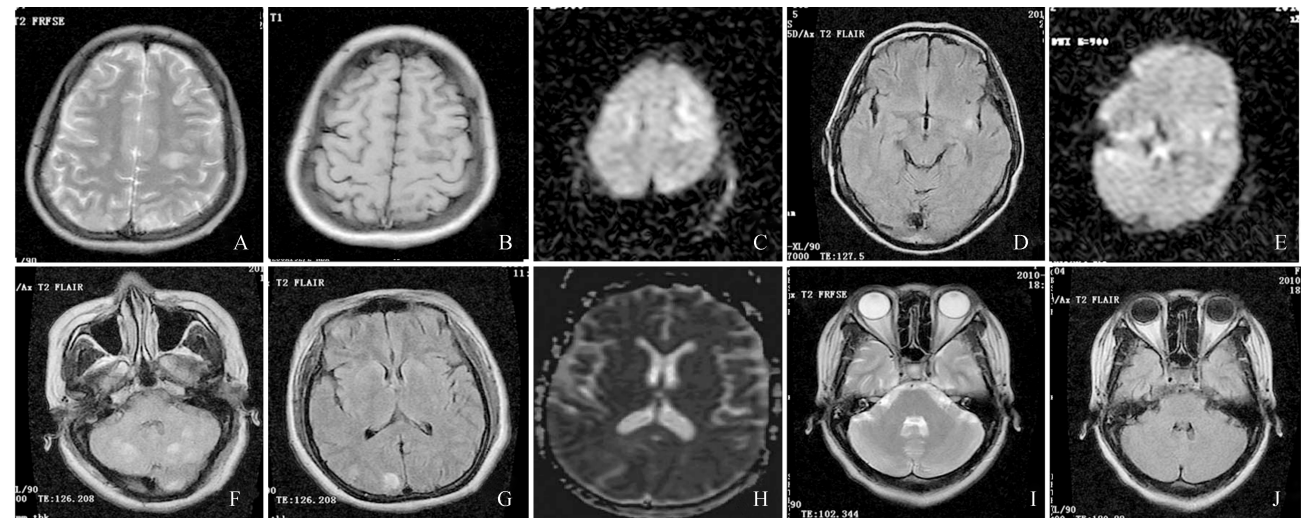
PRES MRI 资料。 A~C 为病例 1, 显示双侧顶叶对称性多发异常信号。A: T2WI 上呈高信号; B: T1WI 上呈低信号; C: DWI 上呈稍高信号。D、E 为病例 2, 显示左侧基底节异常信号。D: T2FLAIR 上呈高信号; E: DWI 上呈高信号。F~J 为病例 3, 显示双侧小脑半球及右侧枕叶多发异常信号。F、G: T2FLAIR 上呈高信号; H: ADC 图示右侧枕叶呈小片状稍高信号; I、J 分别为治疗后近 2 周复查 T2WI 及 T2FLAIR, 示双侧小脑半球异常信号已完全吸收消失。
